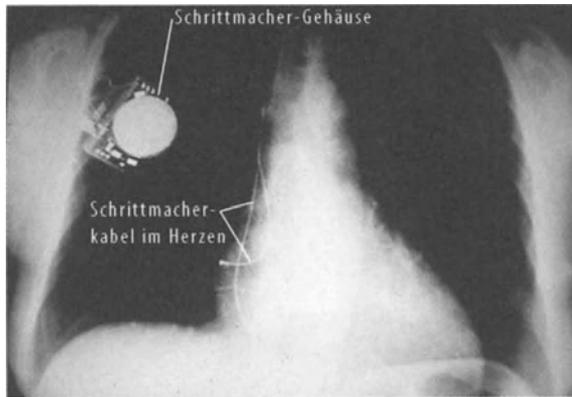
Röntgenbild mit Herzschrittmacher unter dem rechten Schlüsselbein. Zwei Kabel führen zum Herzmuskel
